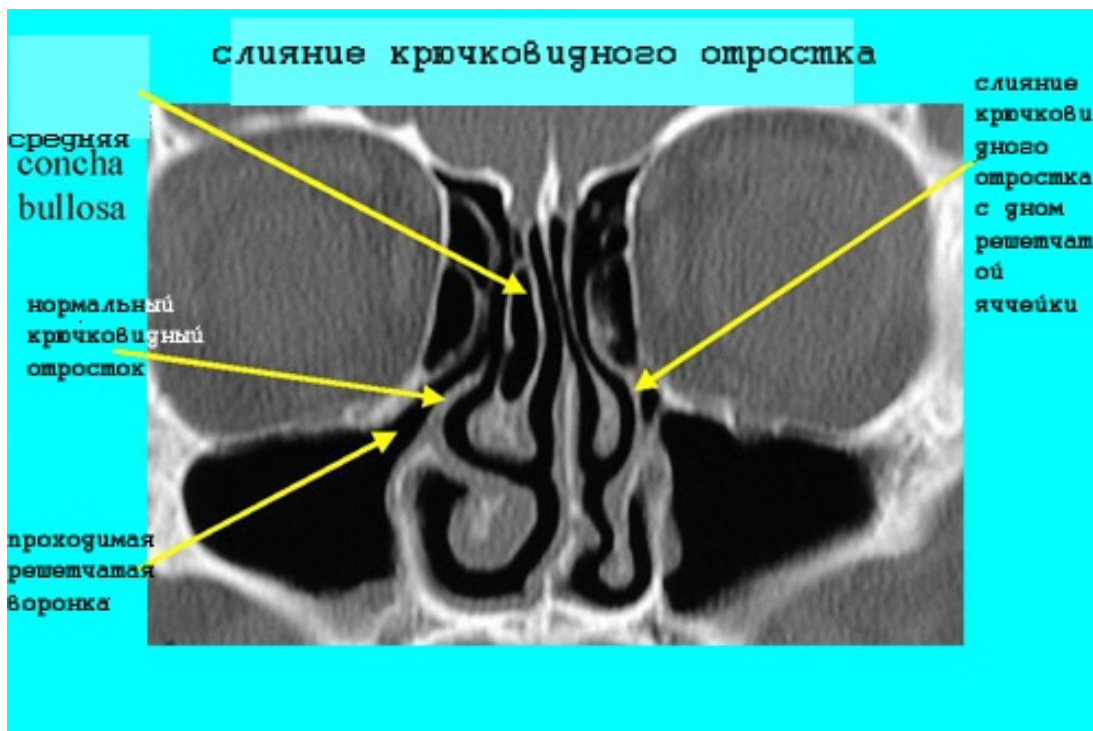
КТ полости носа. Видимое (кажущееся) слияние крючковидного отростка с дном решетчатой ячейки. С другой стороны – нормальный крючковидный отросток. Нормальный ток воздуха из пазух в средний носовой ход в такой ситуации нарушается из-за функционально обтурированного полулунного хода. Так как ВЧП нормальная, то это не является истинным, врожденным слиянием крючковидного отростка.
